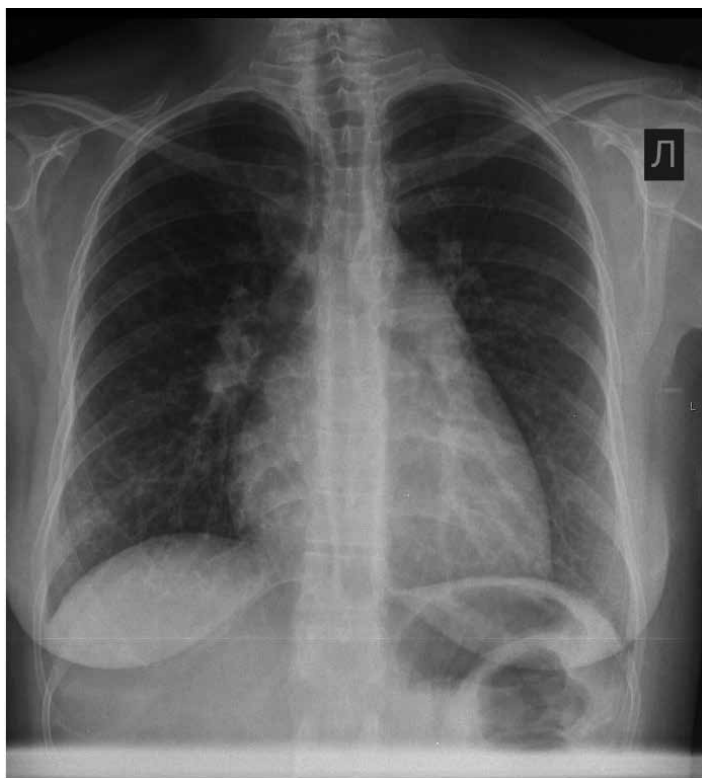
Рентгенограммы пациентки Е. [составлено авторами]
